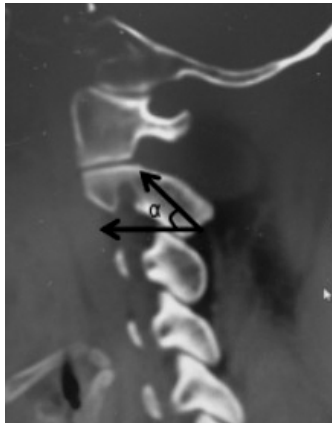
矢状面重建 CT 上峡部螺钉通道的头倾角度 α
